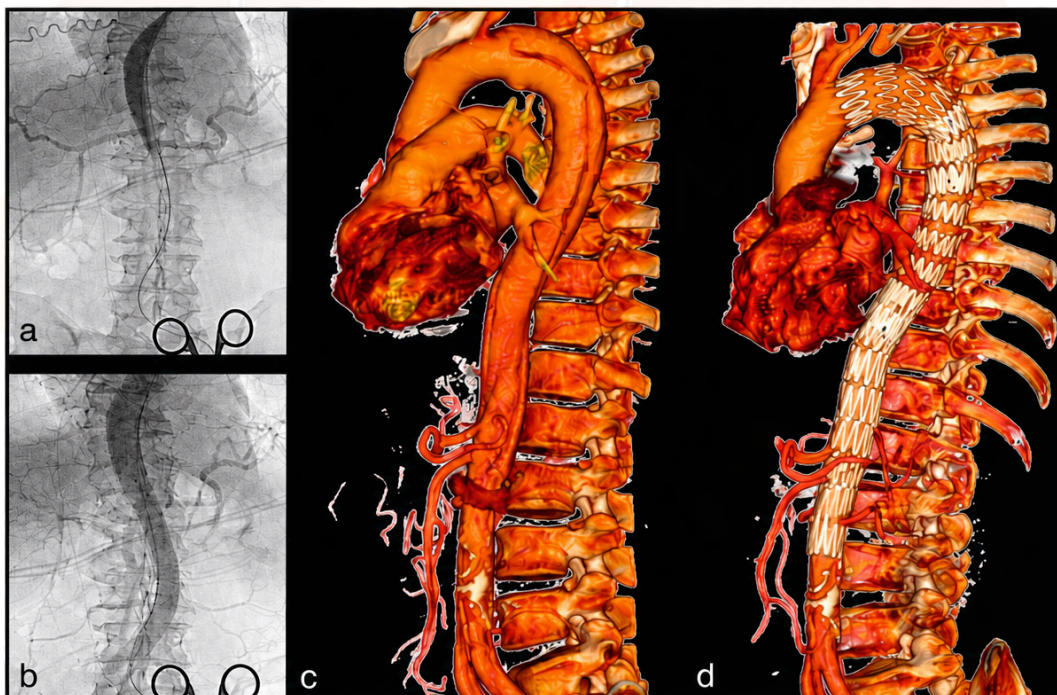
Síndrome de malperfusión tratado con una endoprótesis endovascular y técnica PETTICOAT. (a) Angiografía de malperfusión de la parte inferior del cuerpo; (b) reperfusión tras la inserción de una endoprótesis proximal; (c) reconstrucción por TC 3D de una disección aguda complicada con malperfusión; y (d) aorta reconstruida y malperfusión abolida tras el tratamiento con endoprótesis y PETTICOAT. Reproducido de Nienaber CA, Kische S, Ince H, Fattori R. Reparación endovascular torácica de aneurisma para la disección aórtica tipo B complicada. *J Vasc Surg* 2011; 54(5): 1529–1533, con permiso.
